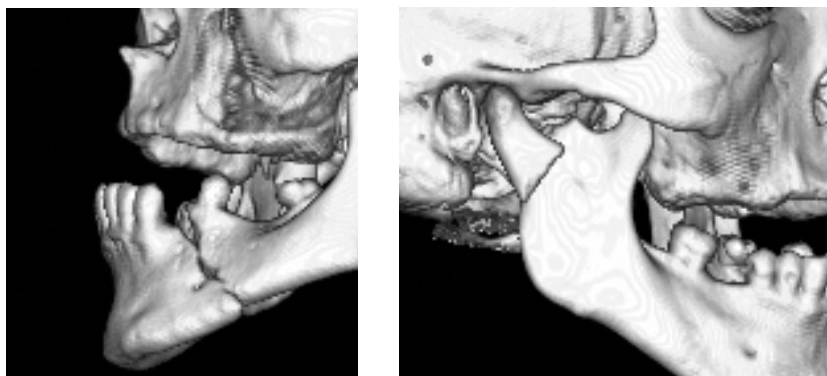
Компьютерная томограмма пациента В., 45 лет. Перелом нижней челюсти в области основания мыщелкового отростка со смещением справа и 43, 44 зуба со смещением слева.
